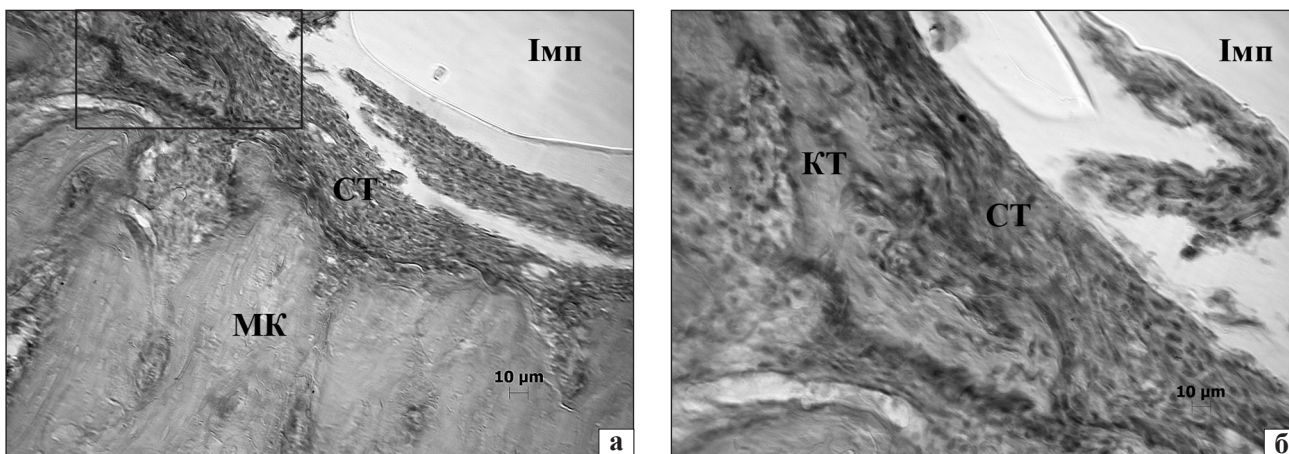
Мікрофото гістопрепарату дистального метафіза стегнової кістки: а) сполучна тканина, численні фіброblastи, зб. 100; б) новоутворені кісткові трабекули з високою щільністю остеобластів на поверхні (фрагмент рис. 2, а), зб. 400. Контрольна група, 7-а доба. Гематоксилін та еозин (КТ — кісткова тканина, МК — материнська кістка, Імп — імплантат, СТ — сполучна тканина)
